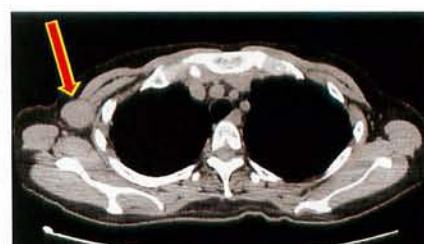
術前にはCTで右腋窩リンパ節転移を認めた。
